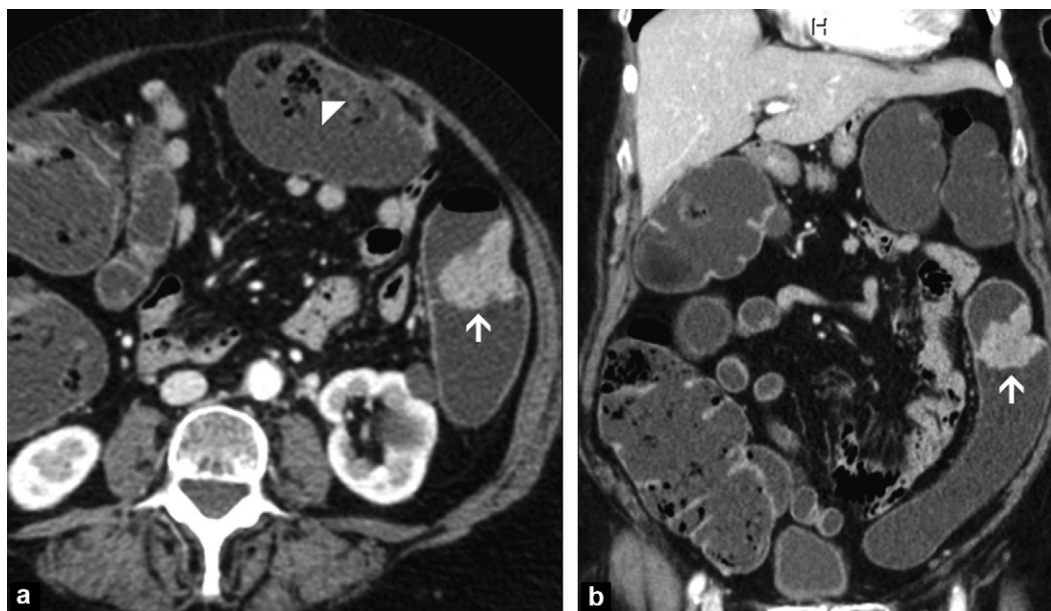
Aspect TDM normal du côlon lors d'un coloscanner à l'eau. La paroi colique apparaît sous forme d'une fine ligne de moins de 3 mm d'épaisseur (tête de flèche blanche) ; elle est rehaussée de manière homogène au temps portal. Les plis coliques (flèche blanche) sont bien individualisés ; ils sont aisément suivis en défilement des coupes axiales (a) et en reconstruction coronale (b).
